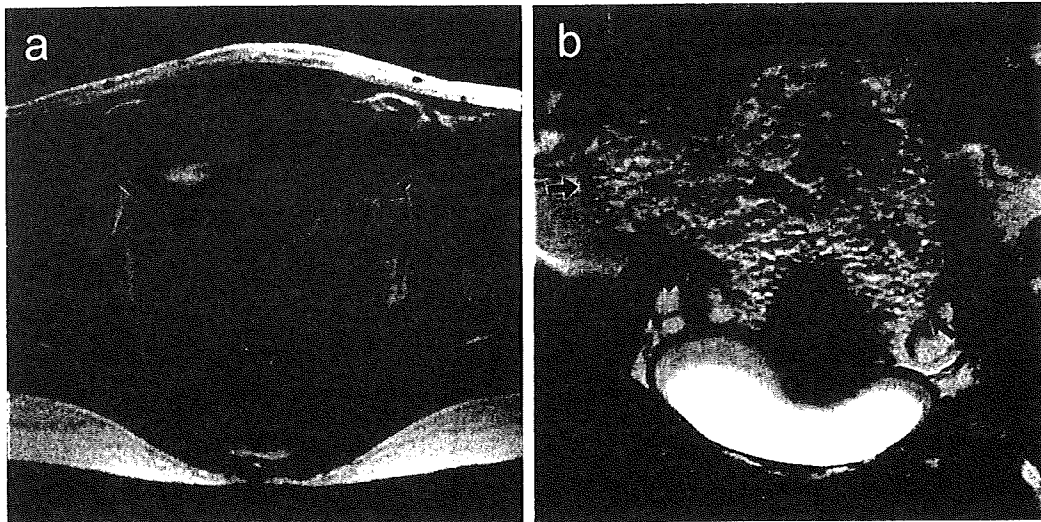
造影 MRI a: 腫瘍は T1 強調像にて等信号 (矢印内). b: T2 強調像にて高信号な索状物をとめない, 総腸骨動静脈外側まで進展している (矢印内). 腫瘍の造影効果は非常に乏しい.
